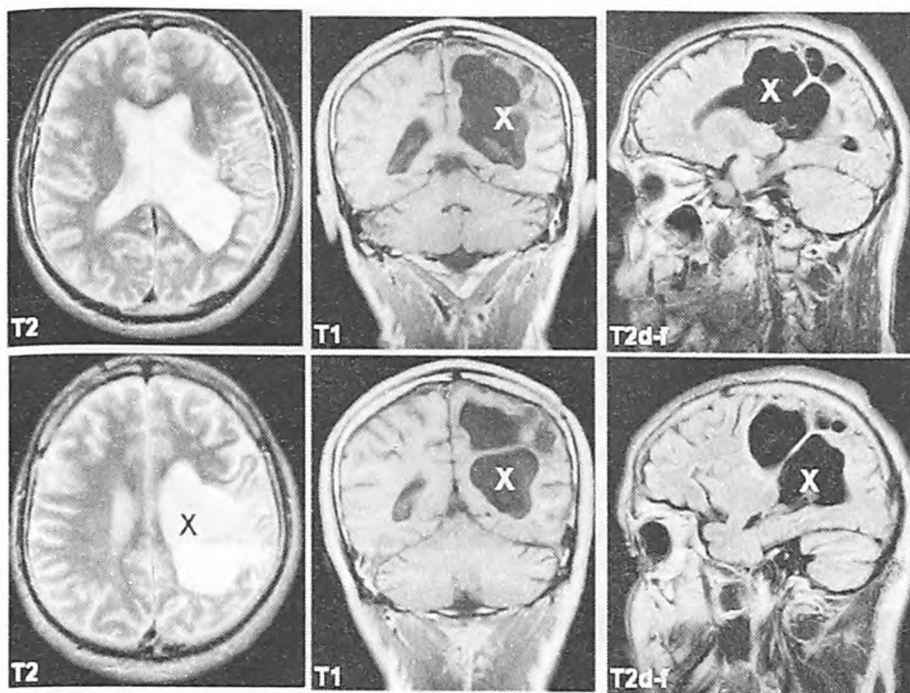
МРТ того же больного через 15 лет. В левом полушарии большого мозга на месте очага определяется кистообразная полость в виде зоны неправильной формы с ровными четкими контурами (обозначена крестом) по интенсивности равная цереброспинальной жидкости, сообщающаяся с задним рогом левого бокового желудочка.
